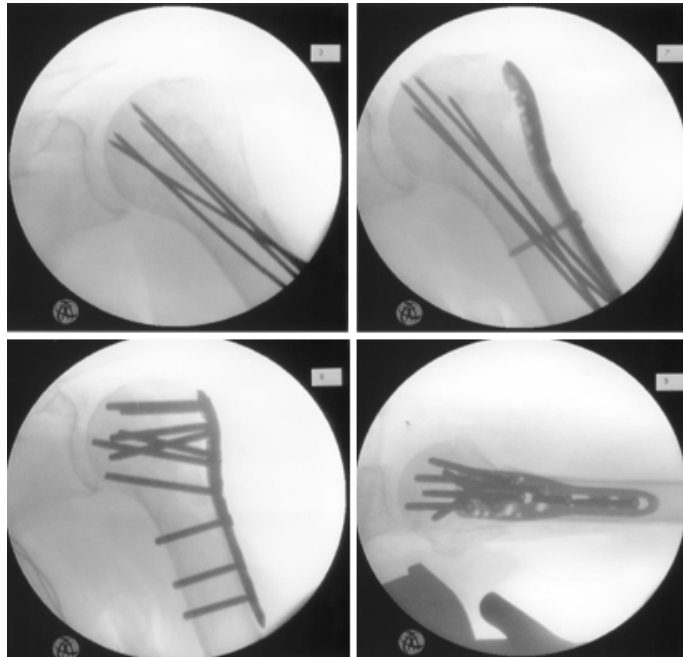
Intraoperative Röntgenkontrollen mit Platzierung von Kirschnerdrähten zur Fixierung der anatomischen Reposition, Platzierung der Platte und Kontrolle der Implantate in zwei Ebenen
